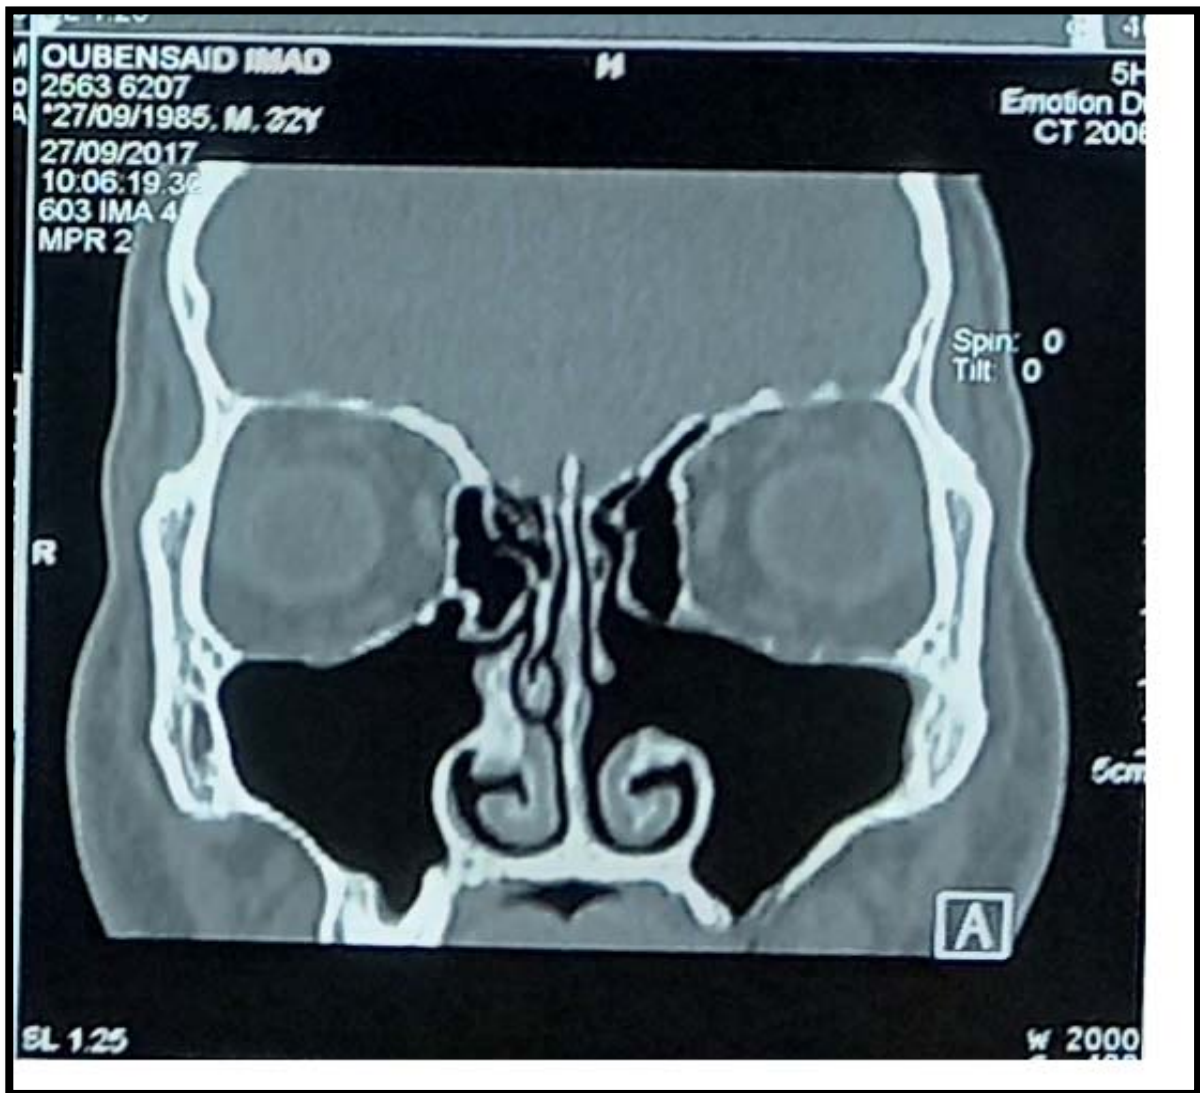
TDM montrant une CBS gauche isolé
